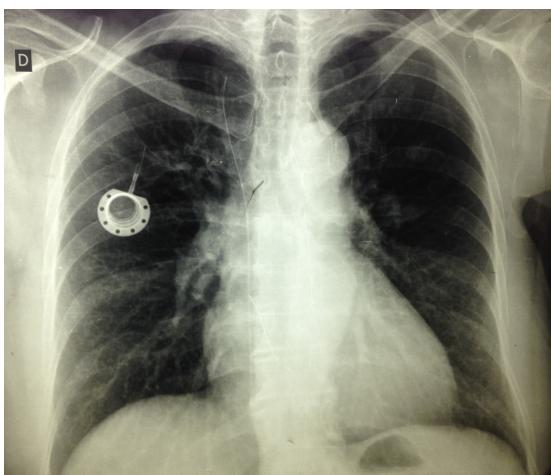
Radiografia de tórax demonstrando cateter fragmentado e reservatório implantado em tórax à direita.
